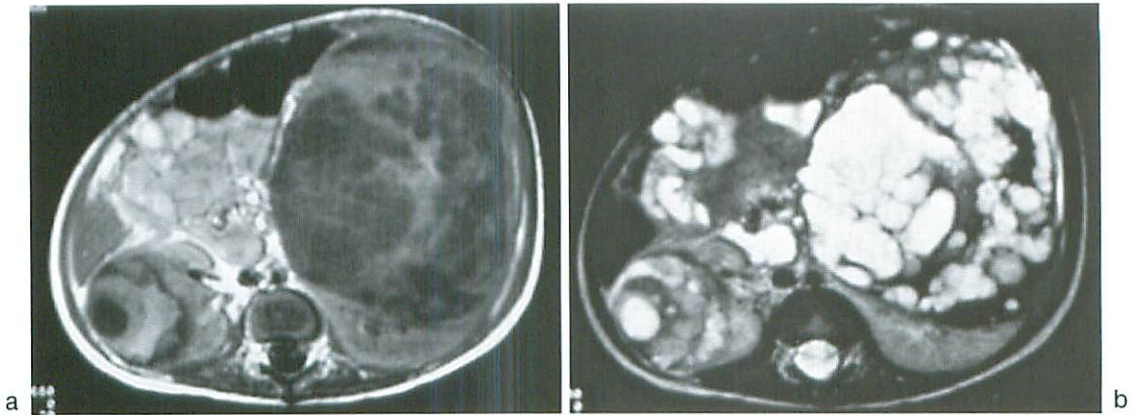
MRI at Week 10 of regimen RTK showed findings similar to those at Week 5 except for a marked increase in size of the left tumor in a ventral direction.
